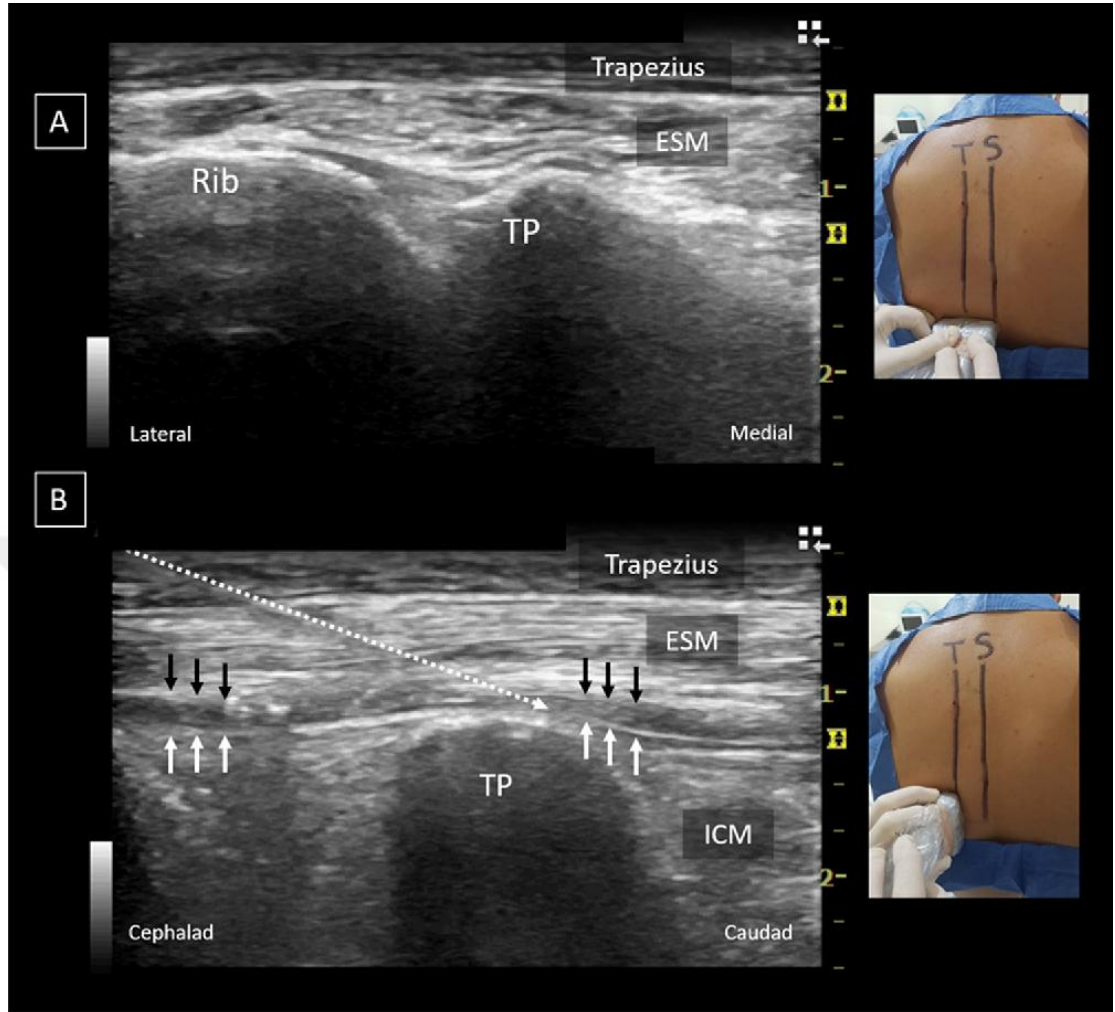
ESPB Ultrason Görüntüsü
